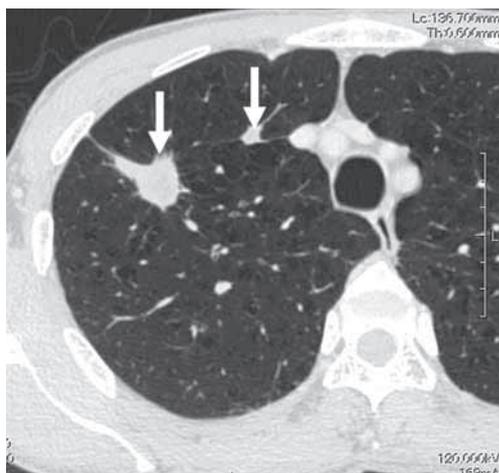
A chest CT scan on admission
